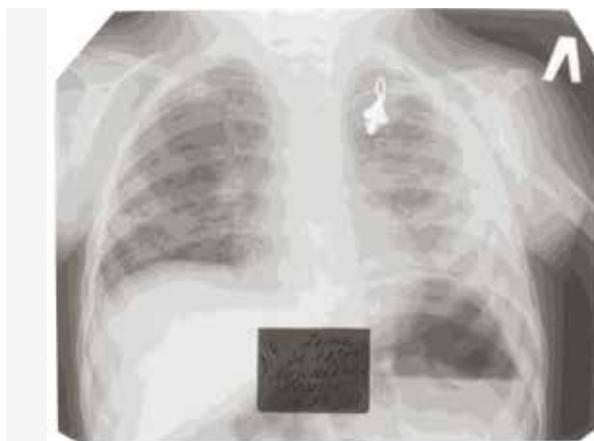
Рентгенография органов грудной клетки ребенка С. 2 лет от 30.12.2015 г.
